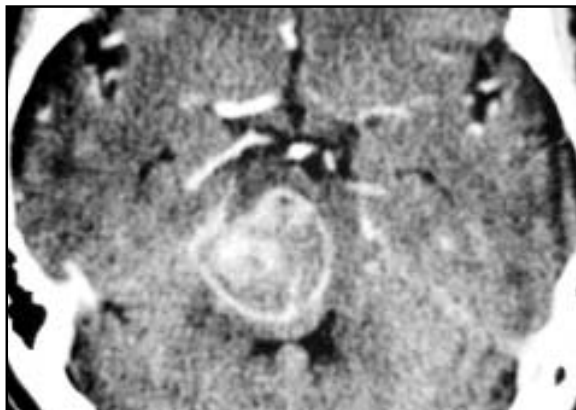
TC de paciente com cavernoma pontino.
